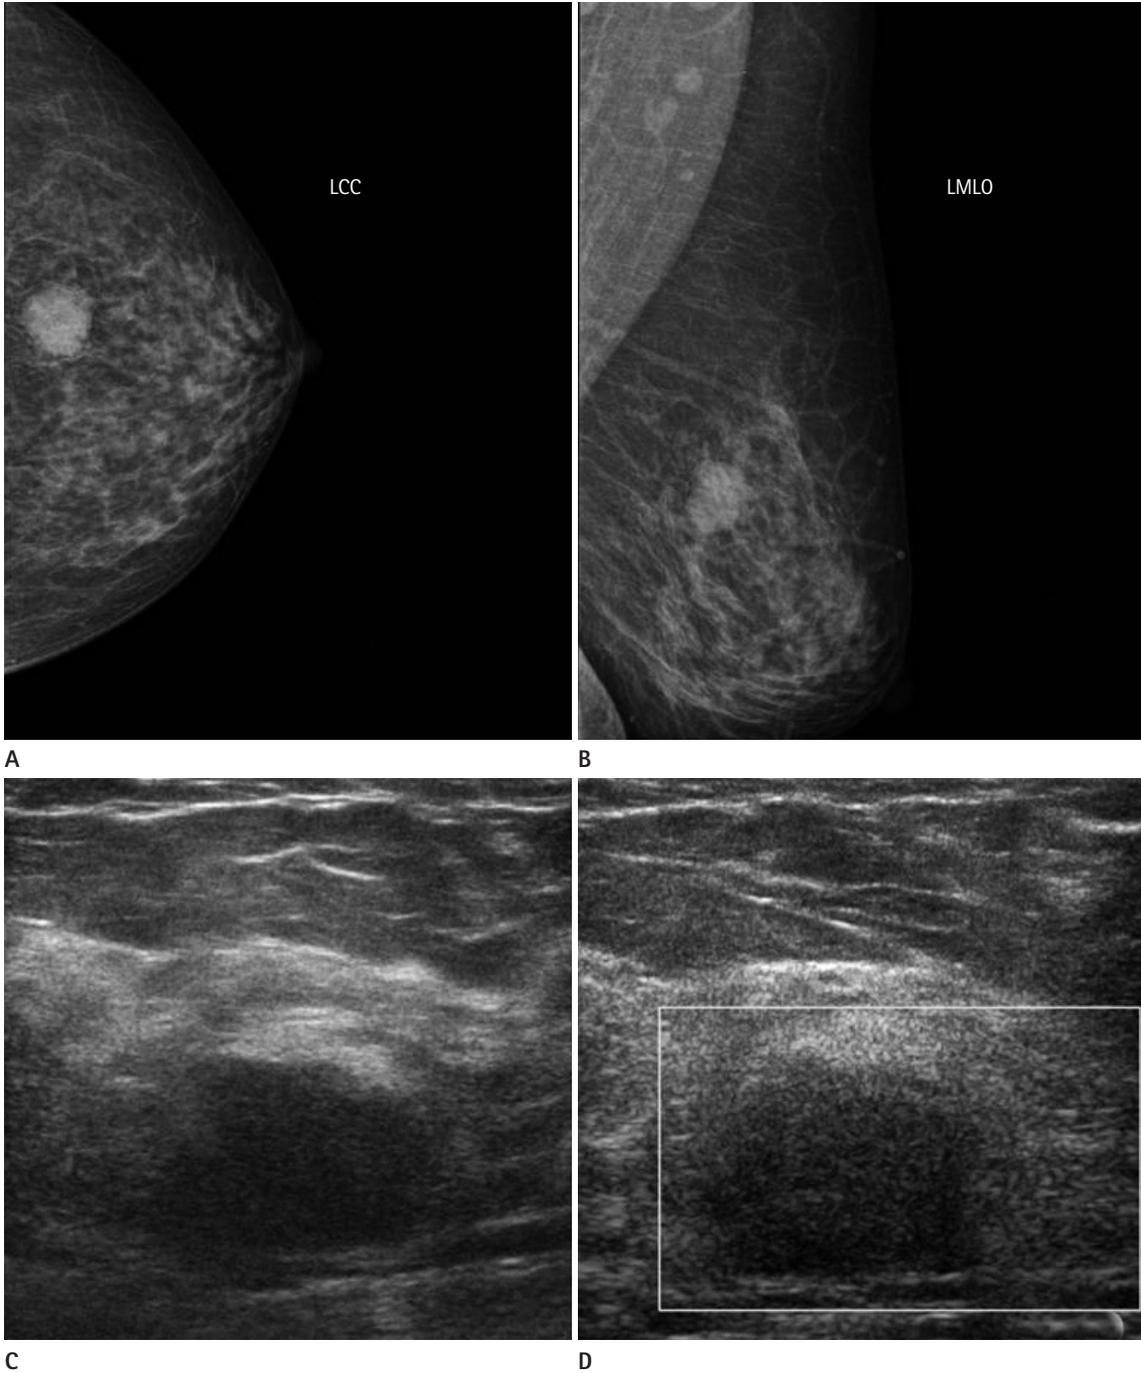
51-year-old woman with adenoid cystic carcinoma in left breast. A, B. Craniocaudal and mediolateral oblique views of mammography show a circumscribed round isodense mass in palpable site of the left breast upper center without suspicious calcification. C, D. Transverse sonography shows about 2.0 cm sized indistinct oval hypoechoic mass in left breast upper center without increased vascularity and posterior features. LCC = left craniocaudal, LMLO = left mediolateral oblique
